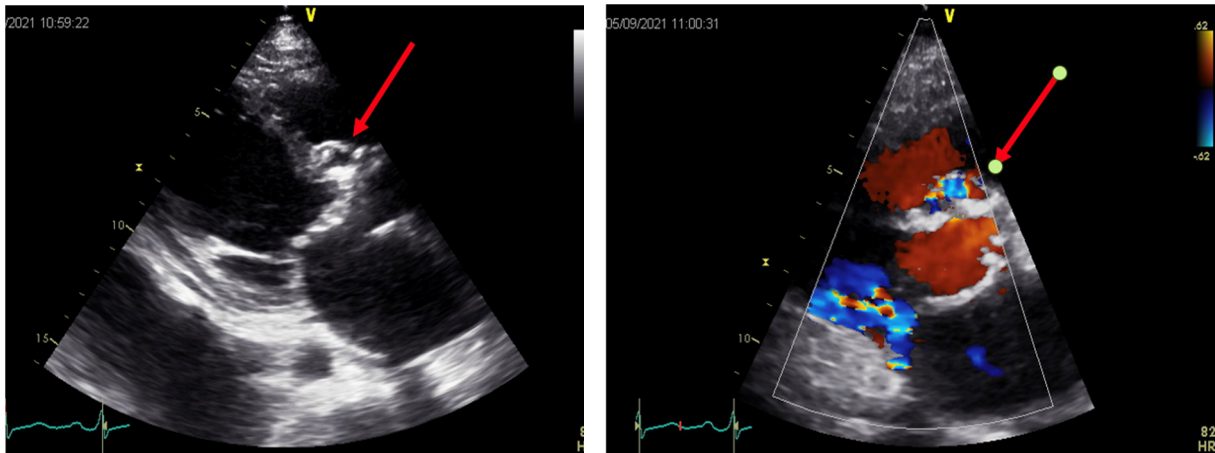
ETT – incidență parasternal ax lung la un pacient cu proteză valvulară mecanică în poziție aortică: în imaginea din stânga se vizualizează o zonă îngroșată la nivelul inelului aortic, cu aspect tipic pentru un abces (săgeata roșie); imaginea din dreapta arată semnal Doppler color la nivelul abcesului (săgeata roșie) demonstrând trecerea fluxului sanguin, respectiv perforarea abcesului.
